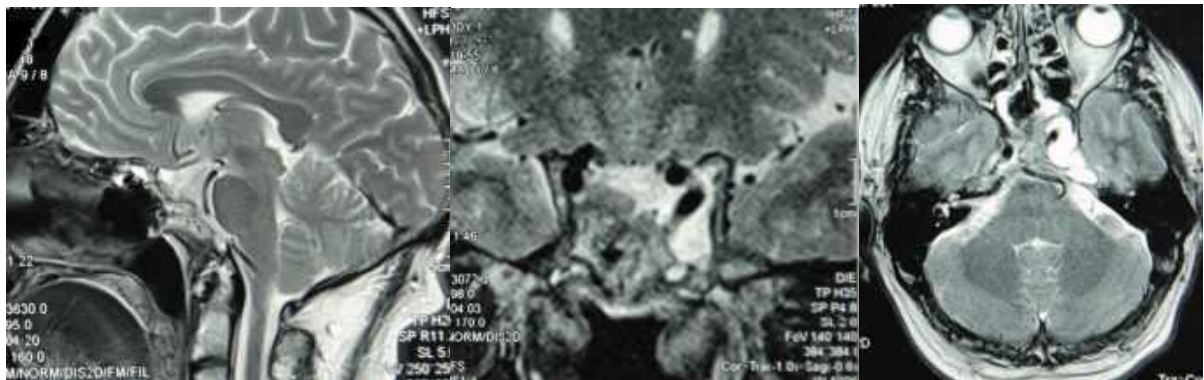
Спостереження № 40. Хворий Д-ур, 54 роки (історія хвороби №4382/2). МРТ після операції.
